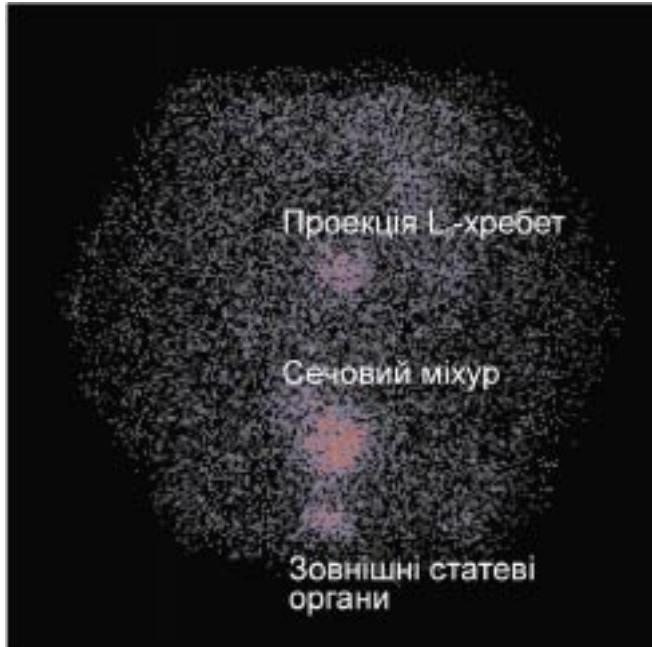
Сцинтиграма всього тіла на залишкових активностях після радійодотерапії у задній прямій проекції
